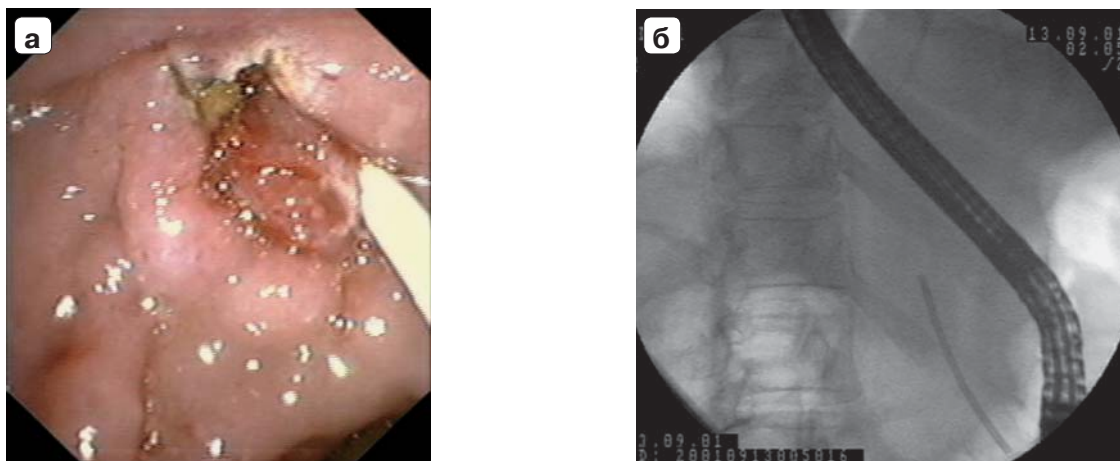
Стентирование протока поджелудочной железы: а — эндосфото; б — рентгенограмма.
